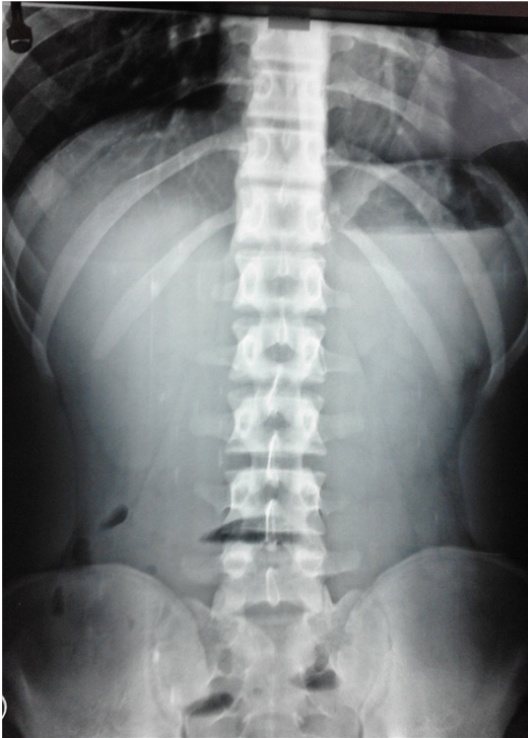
The X-ray of the standing abdomen shows dilatation of the stomach and few gas in the intestine distal to the point of obstruction, a characteristic image of a high partial intestinal obstruction.
